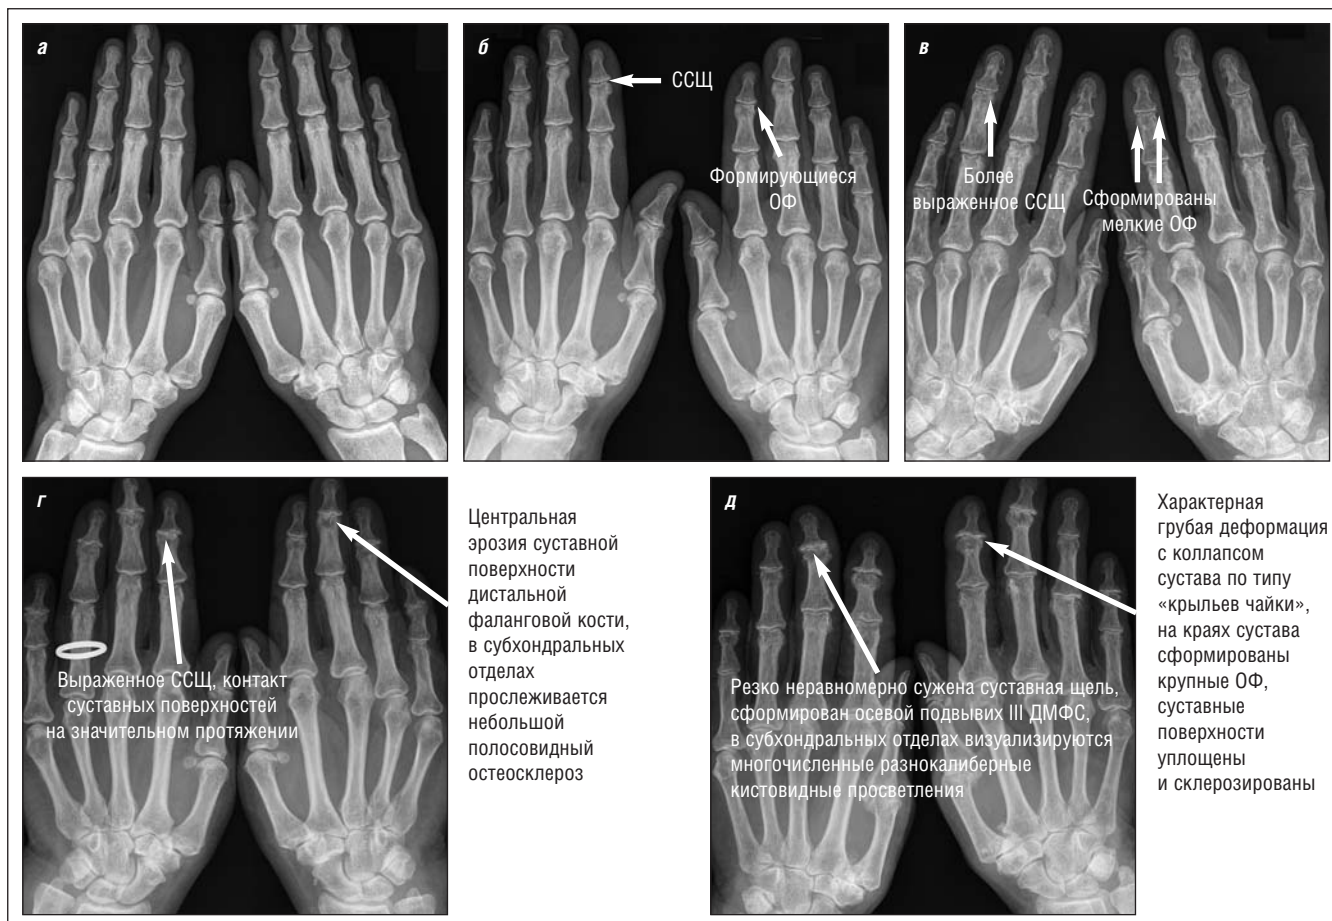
Стадии ОА СК в соответствии с классификацией Kellgren и Lawrence. а – стадия 0 (рентгенологические симптомы ОА отсутствуют), б – стадия I (минимально выраженные сужение суставной щели – ССЦ – или ОФ), в – стадия II (умеренно выраженные ССЦ и ОФ, в отдельных суставах может определяться начальный СО), г – стадия III (выраженные ССЦ, ОФ, умеренно выраженный СО, могут присутствовать небольшие деформации, уплощение/неровность суставных поверхностей), д – стадия IV (выраженные ОФ, ССЦ, СО, деформация суставных поверхностей, дефигурация суставов с формированием подвывихов)
